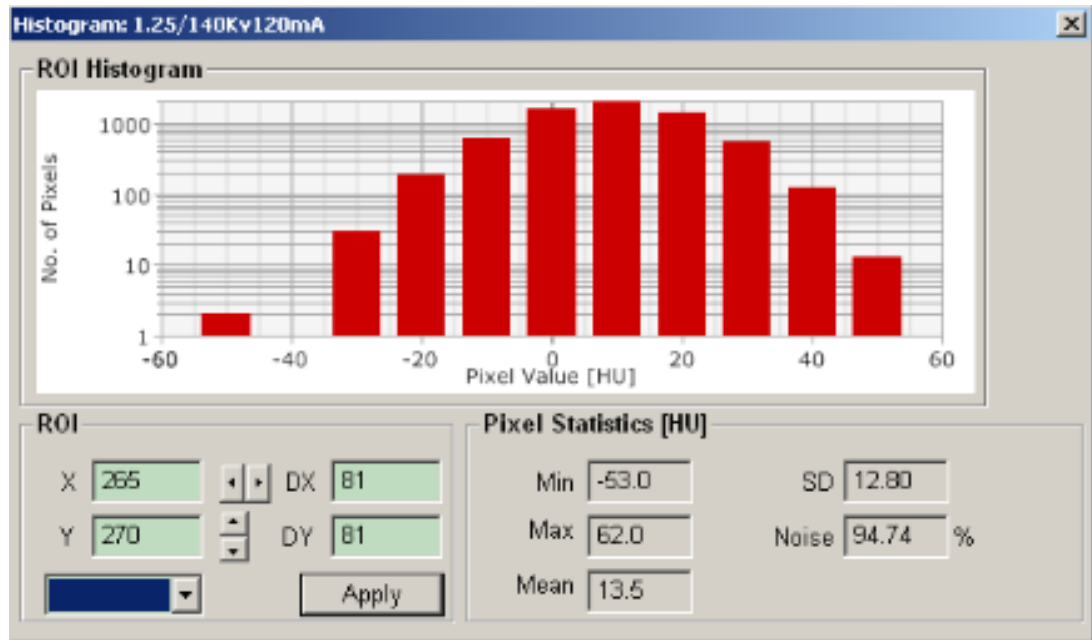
Histograma da distribuição de HU (escala Hounsfield ou números CT) dos pixels da imagem obtido através do software do sistema de planejamento.
